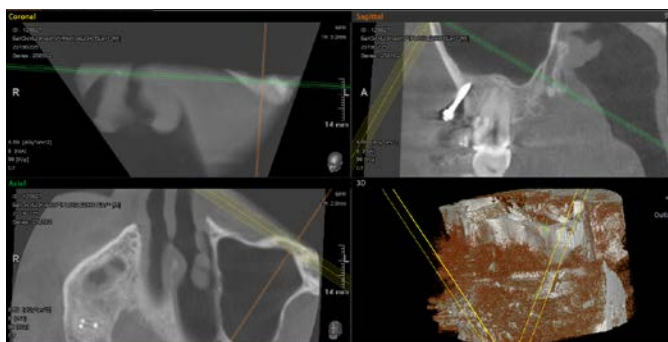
Компьютерная томограмма, зона IZC
